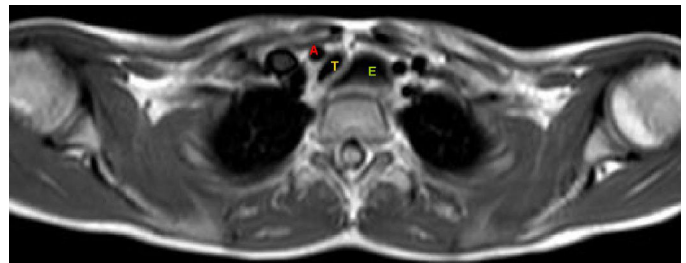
Angiografía por resonancia magnética, que muestra el desplazamiento y compresión de la tráquea (T) por la arteria innominada (A) como consecuencia de una dilatación esofágica (E).
